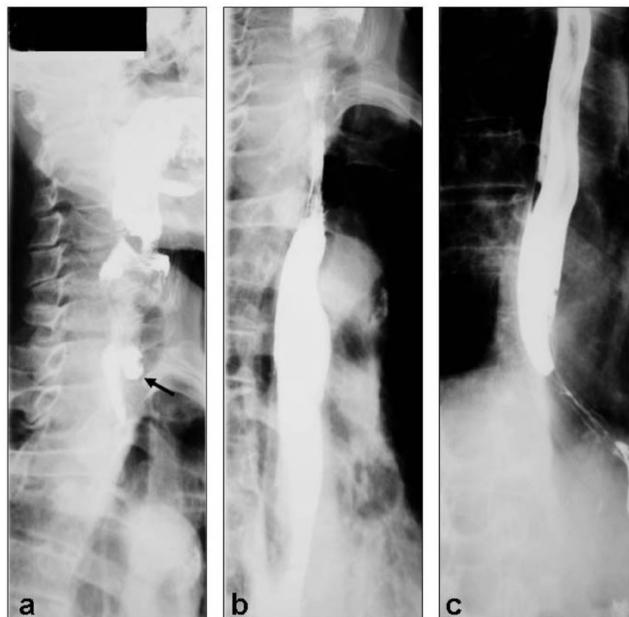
Radiografias do esôfago do paciente número 2. Elas foram obtidas logo após a ingestão do meio de contraste (a), quando é possível ver o divertículo de Zenker (seta), e outras deglutições (b e c) que demonstraram esôfago sem aumento de calibre.
